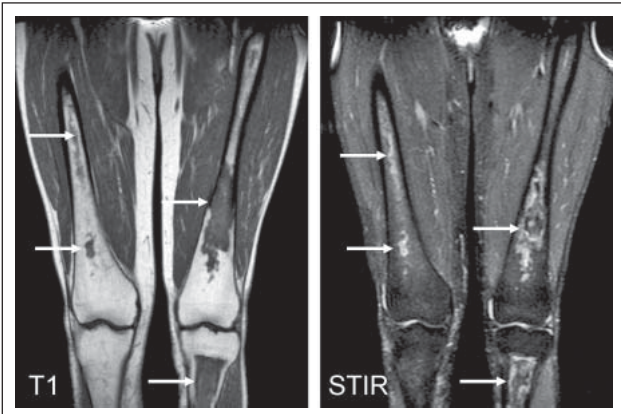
MRI T1 und STIR untere Extremitäten: Knocheninfarkte in den Femura beiderseits und in der linken Tibia (Pfeile).
